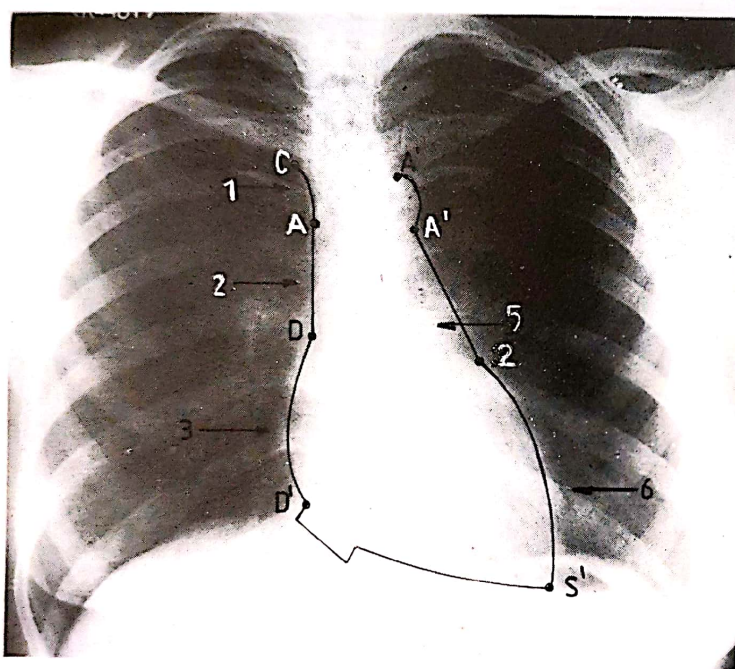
Teleradiografie. Incidență a–p (semischemă): 1, v. brachiocephalica dreapta; 2, v. cavă superior + aorta ascendență; 3, atrium dextrum; 4, butonul aortic; 5, fereastra aorto-pulmonară + tr. pulmonalis + urechiușa atrului stâng; 6, ventriculus sinister.
